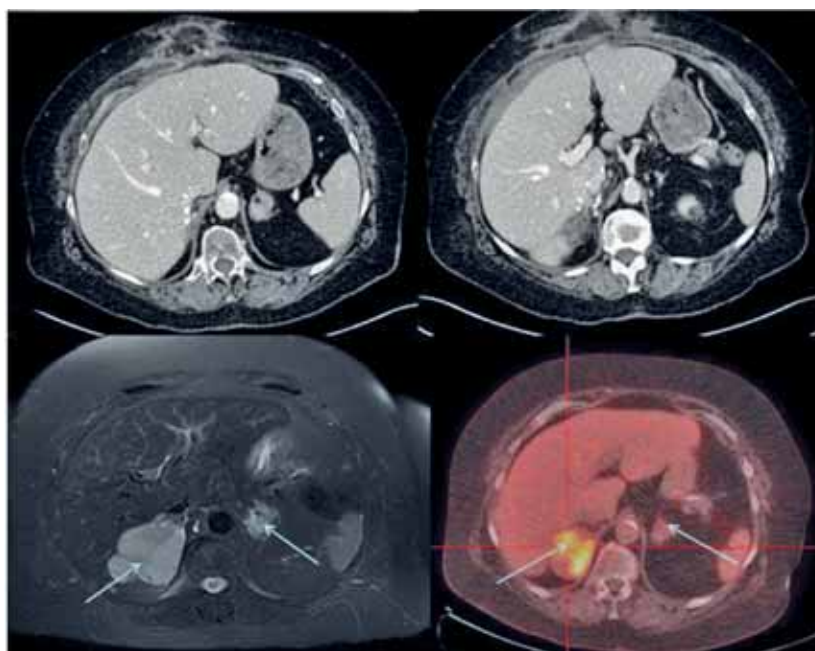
Двустороннее поражение надпочечников у 78-летней женщины с синдромом Кушинга и гиперандрогенией. Изначально диагностирована двусторонняя аденокортикальная карцинома. Повторное КТ-исследование показало образования справа 5,9 × 7,7 см, предположительно аденокортикальный рак (36 UH), с SUVmax 9,5 FDG-PET, и 2,7 × 2,1 см слева, предположительно аденома с низкой плотностью и более низким SUVmax [3, 8]
